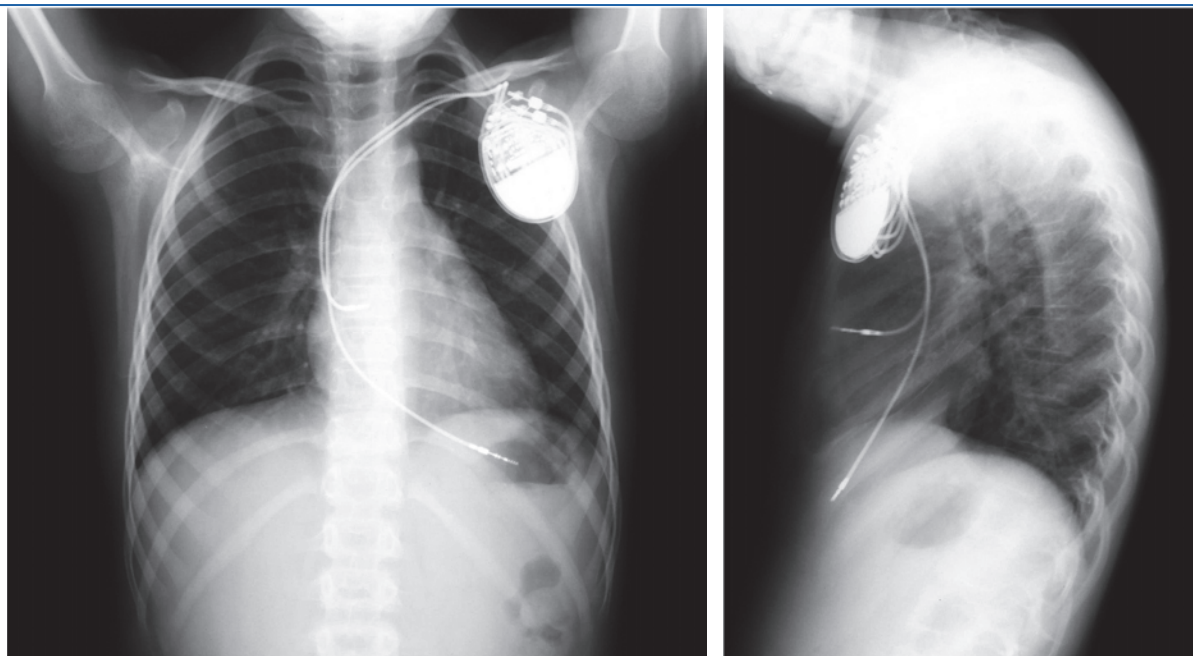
Paciente con Síndrome de Kearns-Sayre. Marcapasos DDD implantado a los 10 años de edad y 21 kg de peso (año 2001). Recambio de generador en el año 2006. Radiografía PÁ y lateral de tórax realizadas en el año 2011. Se observa rectificación del trayecto del cable ventricular y pérdida parcial del trayecto en J del cable auricular, ambos bipolares y de fijación activa.
